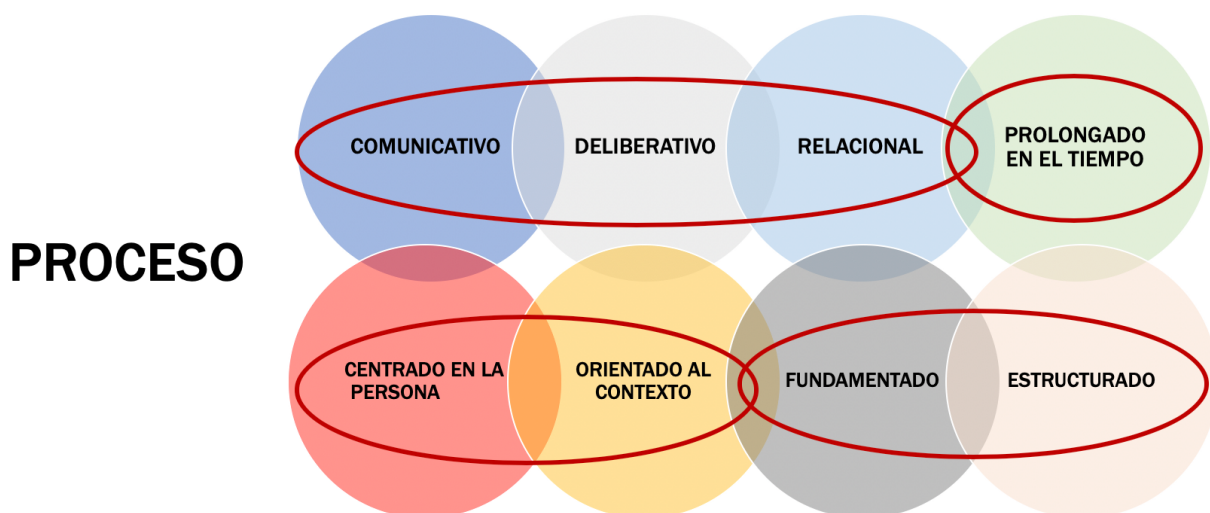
Componentes del modelo de PCA - RM
